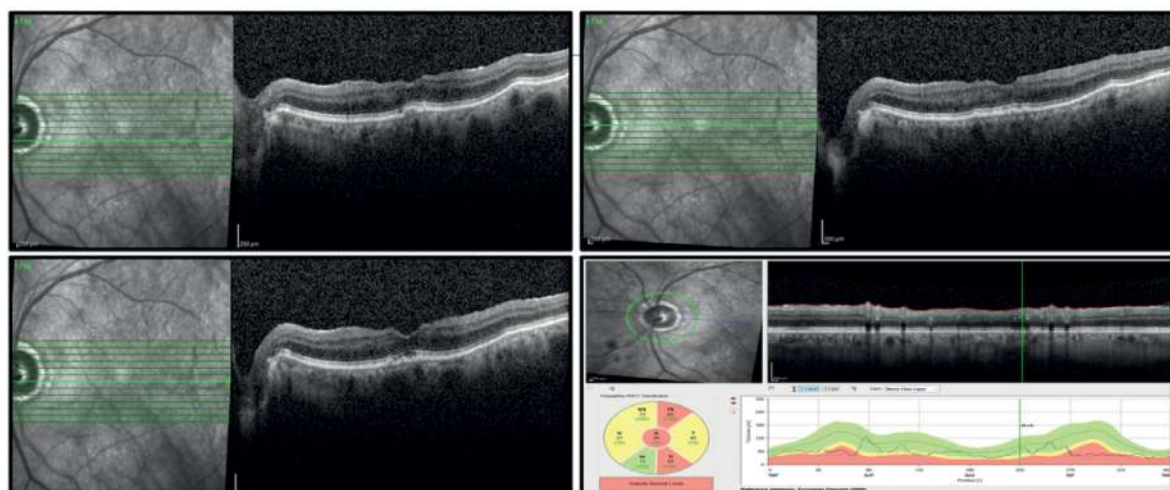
Optical coherence tomography scan demonstrating persistent choroidal folds, despite treatment
